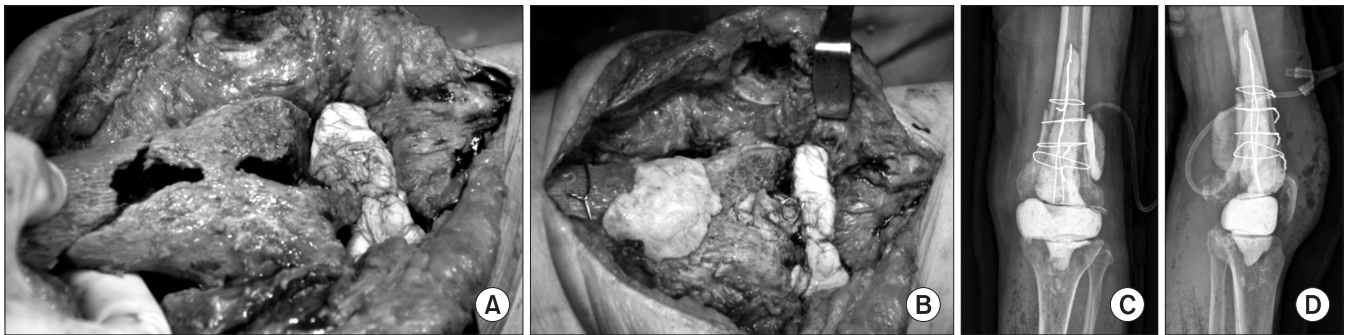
(A) Intraoperative photograph of antibiotic cement spacer. (B) Intraoperative photograph of tension band wiring of fragments. (C) Anteroposterior view of postoperative radiograph. (D) Lateral view of postoperative radiograph.
